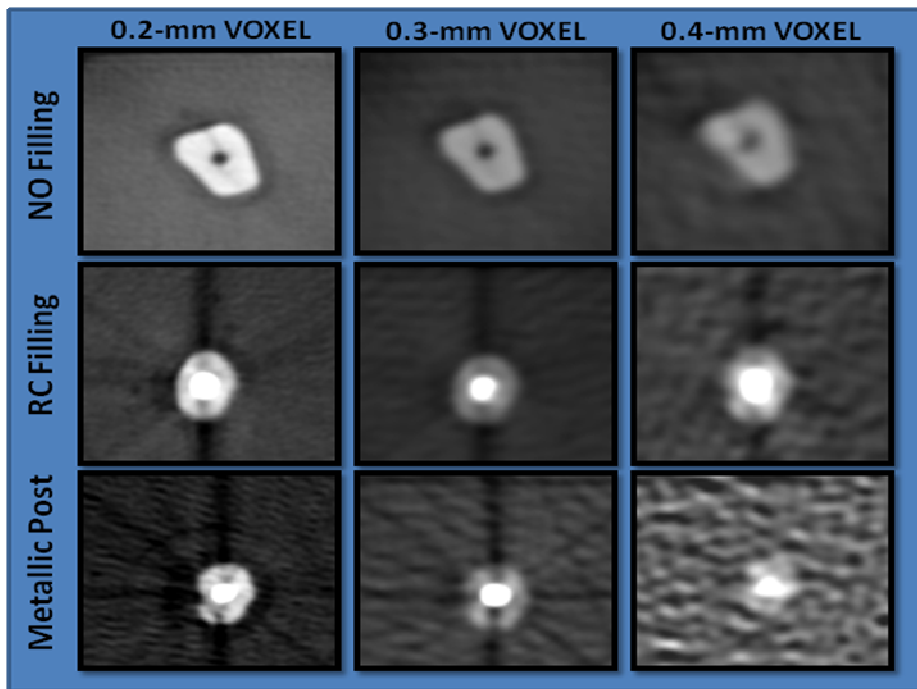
Tomographic scans with all the voxel resolution.
